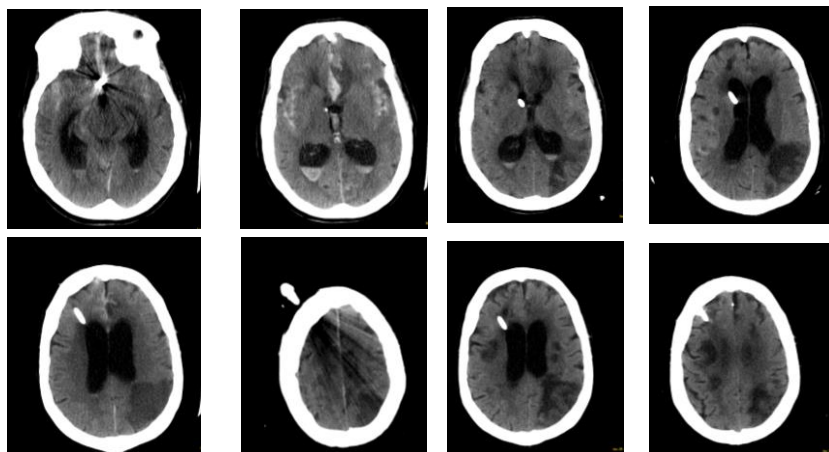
Las cuatro imágenes de la izquierda corresponden al TC de control postratamiento, en el que se aprecian lesiones isquémicas que se atribuyeron a fenómenos embólicos durante el tratamiento con coils. A la derecha, TC realizado posteriormente en el mismo paciente, el que se aprecian además lesiones secundarias a ICT.
